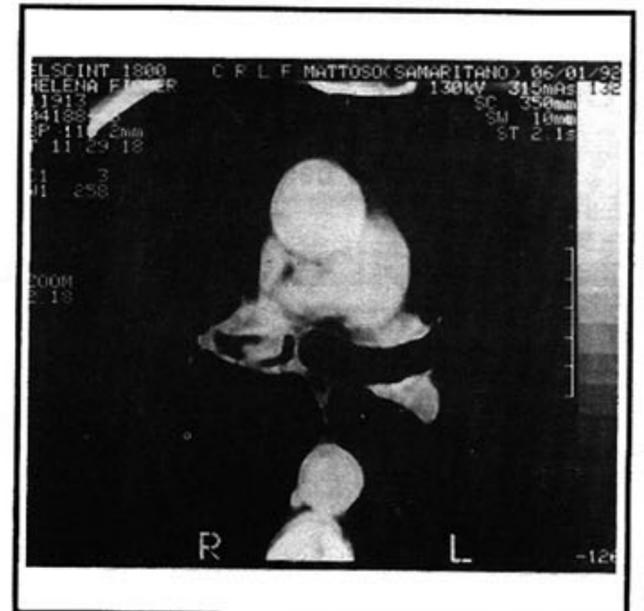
Tomografia computadorizada de torax janeiro 92
